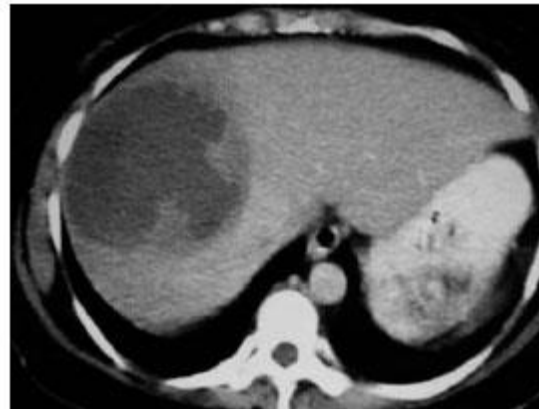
TAC de abdomen. Se muestra imagen compleja en lóbulo hepático derecho, con densidad aumentada en los bordes.
